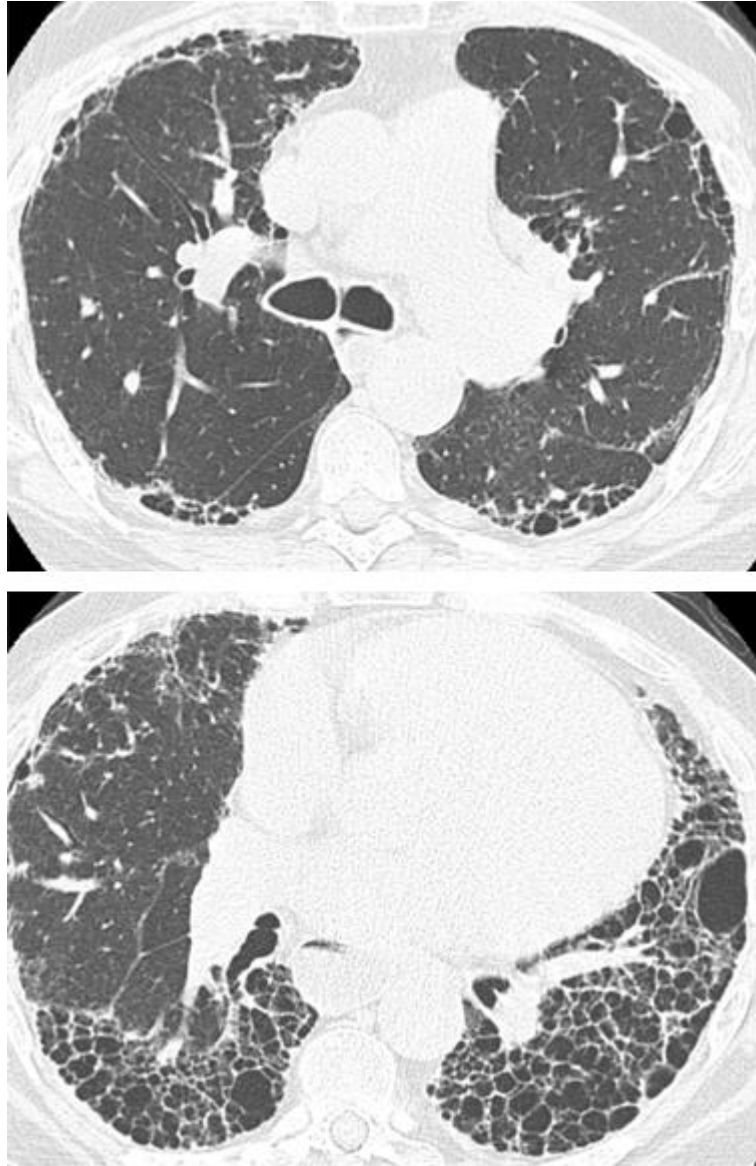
Tomografía de tórax de alta resolución, cuyos cortes axiales muestran un patrón de fibrosis pulmonar, subpleural, con gradiente ápico-basal y con el signo de panal exuberante en las bases pulmonares. Paciente femenina de 68 años con diagnóstico de neumonía intersticial con características autoinmunes.
